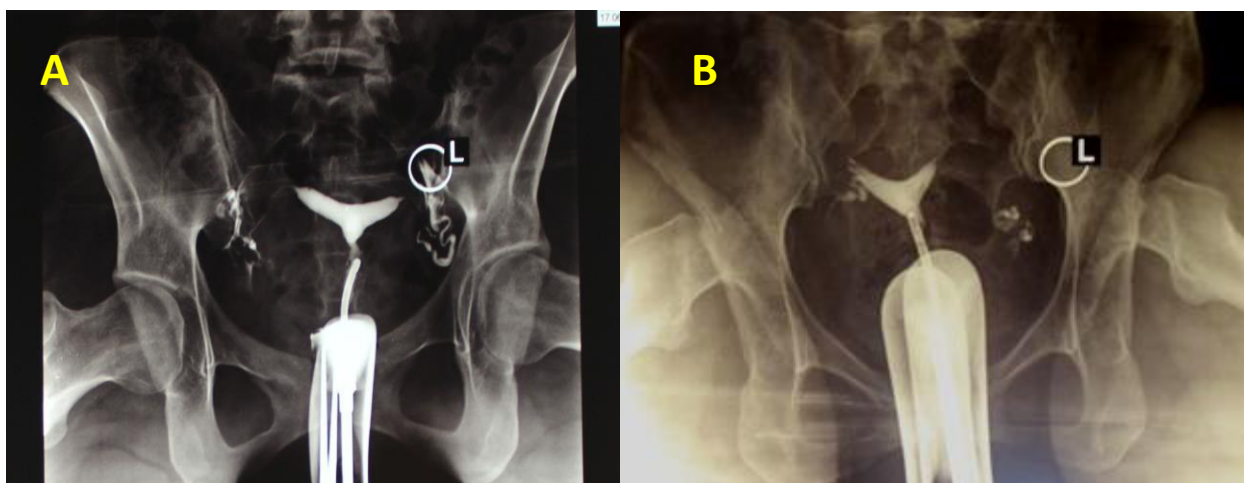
HSG. Uter bicorporal parțial (clasa U3aC0), confirmat ulterior prin USG 3D și intraoperator; canal cervical unic în ambele cazuri. Permeabilitatea tubară păstrată bilateral
